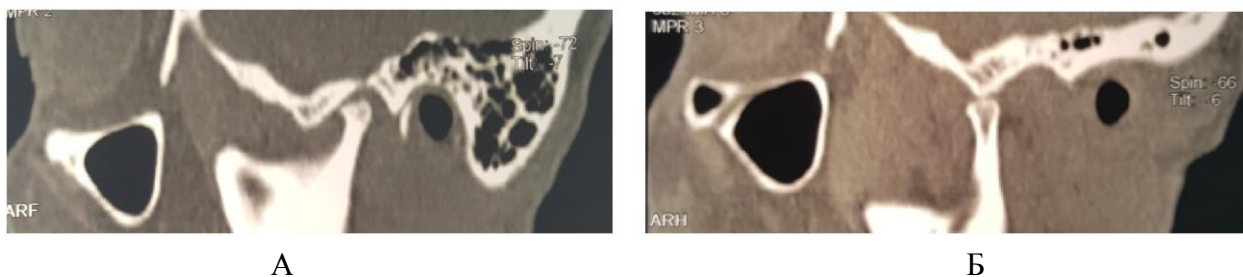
Пациент В., 40 лет. КТ, сагиттальный срез левого ВНЧС. Ревматоидный артрит. А – при закрытом рте в положении привычной окклюзии – расширение суставной щели в дистальном отделе слева; Б – при максимально открытом рте – головка нижней челюсти находится на вершине ската суставного бугорка
